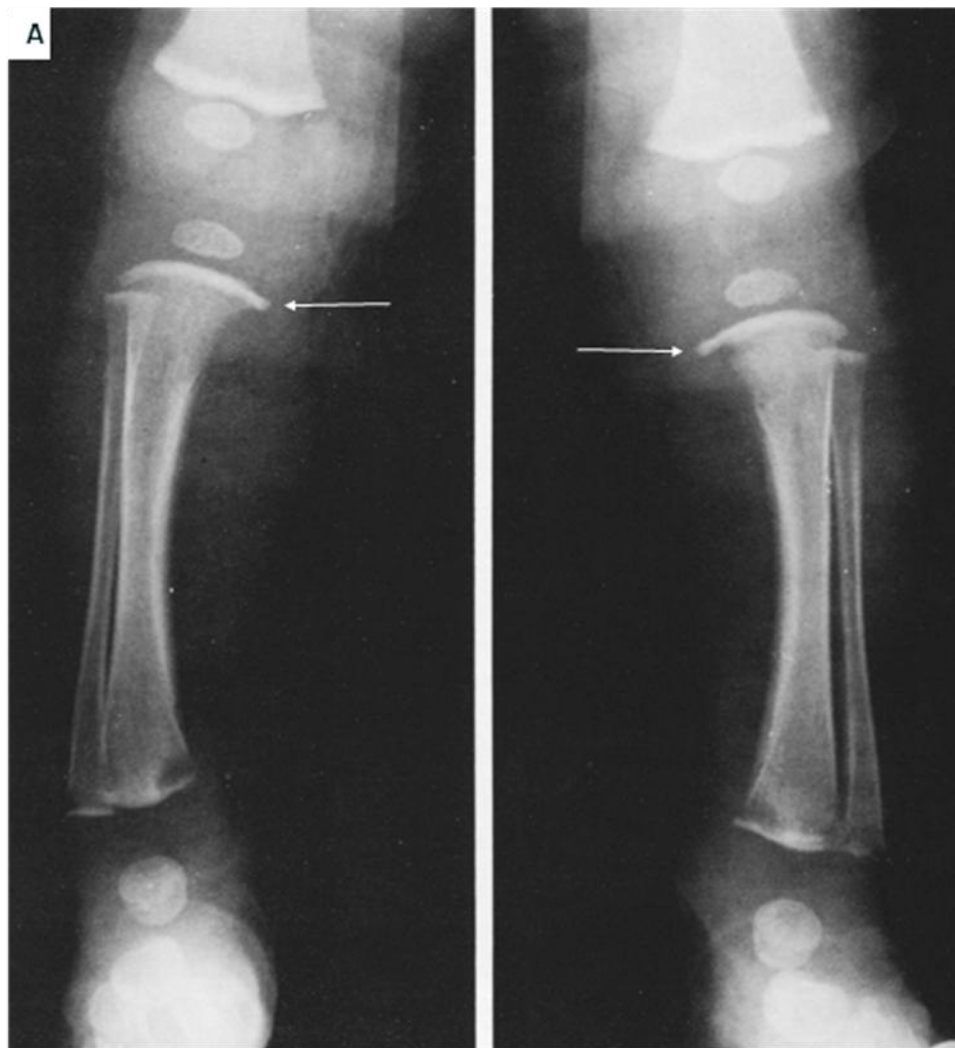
12. A. Radiografías AP de ambas piernas, hay destrucción ósea simétrica de los bordes mediales de las tibias, áreas líticas en los extremos distales de las tibias y peronés e incremento en la densidad ósea epifisiaria (flechas). Hay zonas de rarefacción en los extremos óseos.
